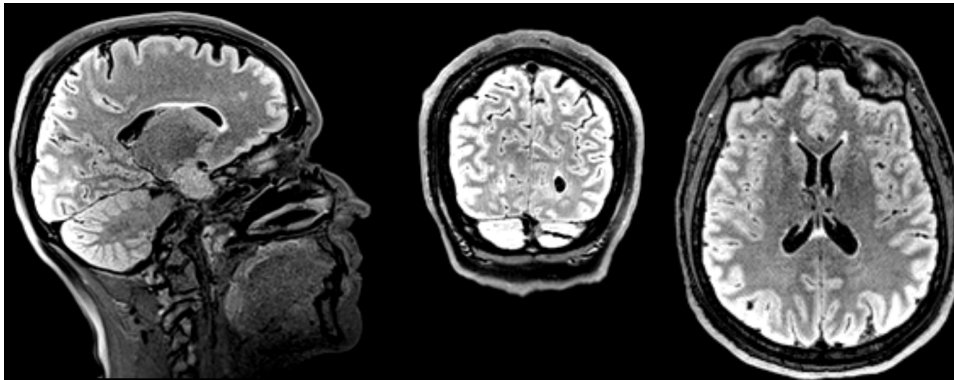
Hypersignal FLAIR postérieur
